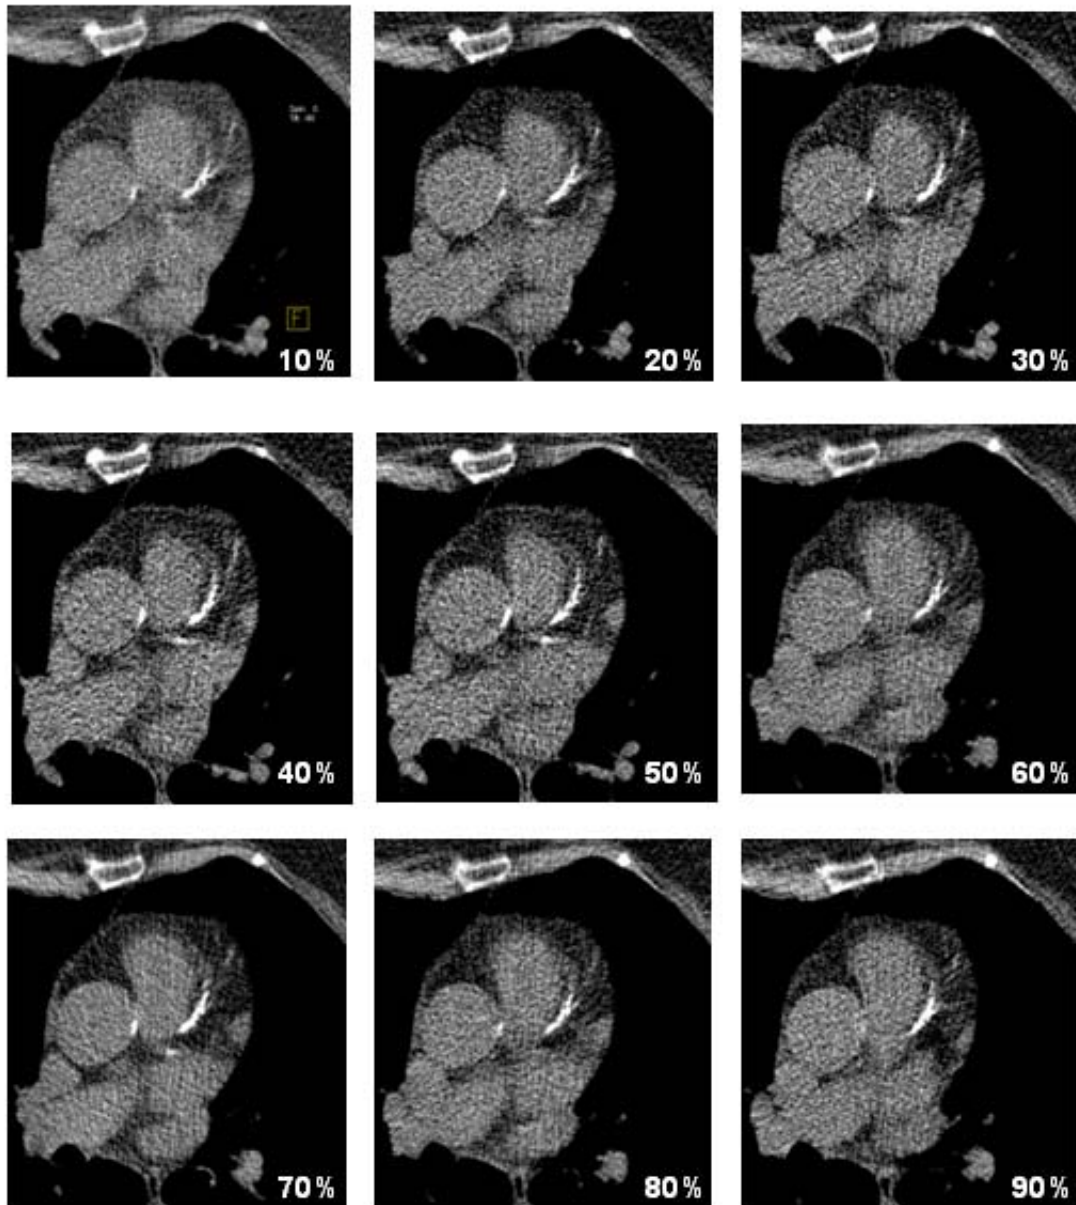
Beispiel der rekonstruierten CT-Bilder eines Patienten mit einer Herzfrequenz von 69/min. Darstellung der Schnittebene auf Höhe des proximalen Ramus interventricularis anterior zu 9 Zeitpunkten zwischen 10% und 90% des Herzzyklus.
